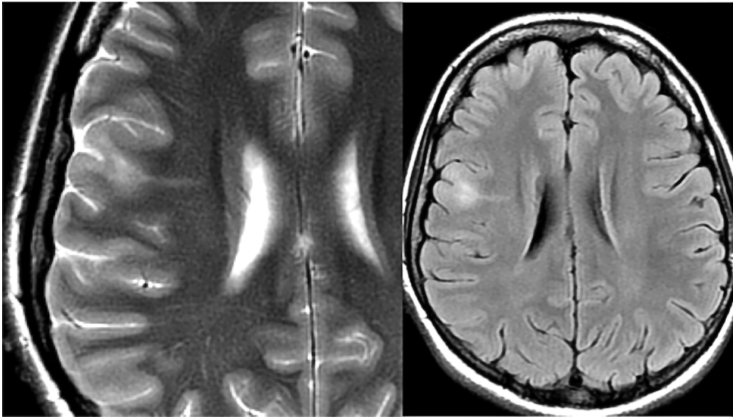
МРТ головного мозга, аксиальная плоскость, Т 2-, Flair-ИП.
